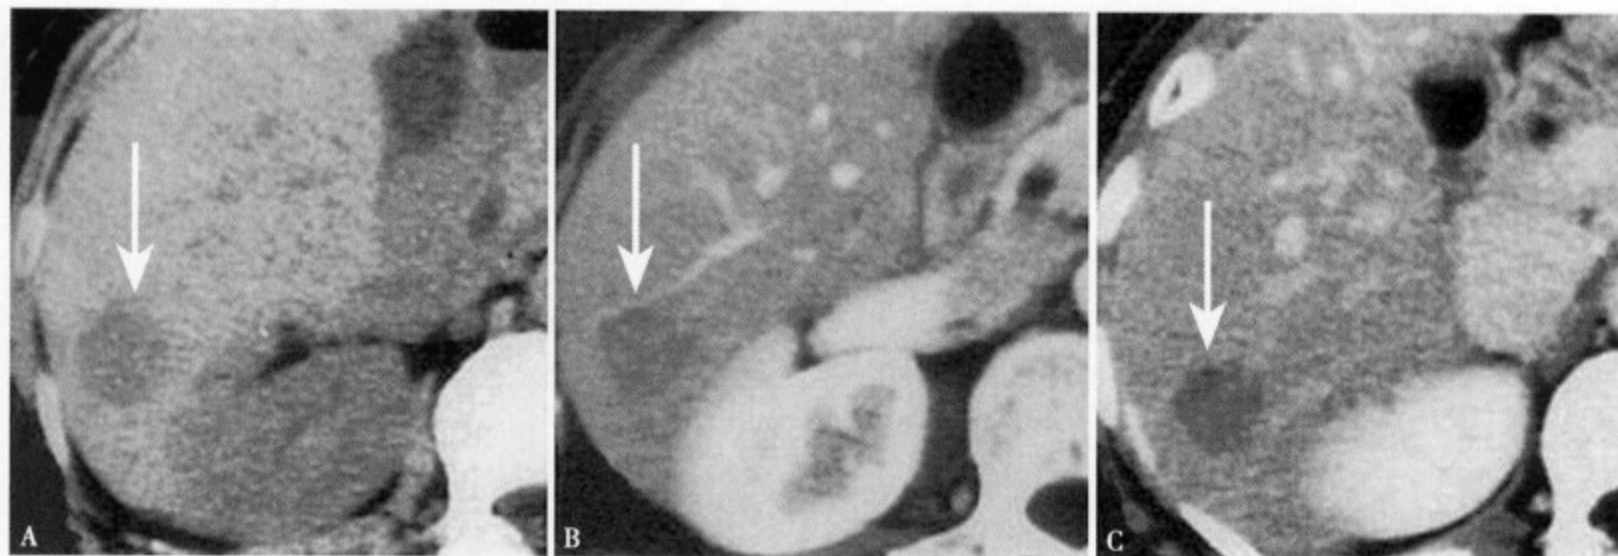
CT 平扫 (A) 于肝右叶后段显示直径约 3.3cm 类圆形稍低密度灶，增强 CT 动脉期 (B) 病灶无强化，平衡期 (C) 病灶仍无强化，相对密度更低
